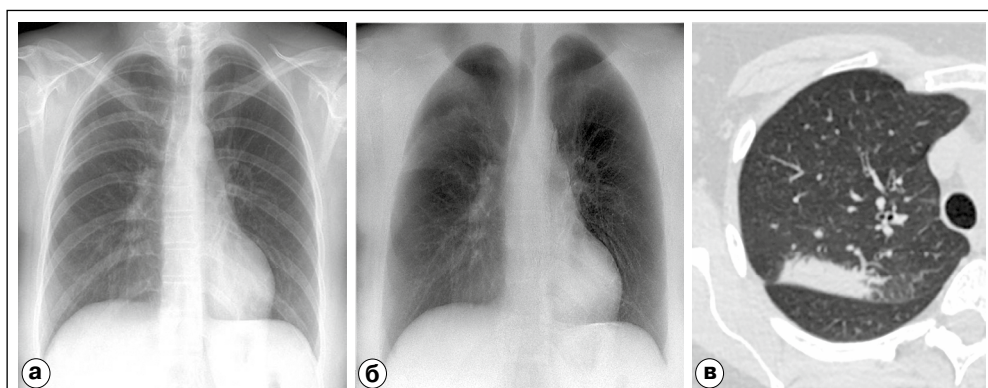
а) стандартная рентгенограмма органов грудной клетки, б) реконструированное изображение мягких тканей (РИМТ), в) компьютерная томограмма (легочное окно). На РИМТ в верхней доле правого лёгкого четко определяется участок затемнения, границы которого трудноразличимы на стандартной рентгенограмме.
